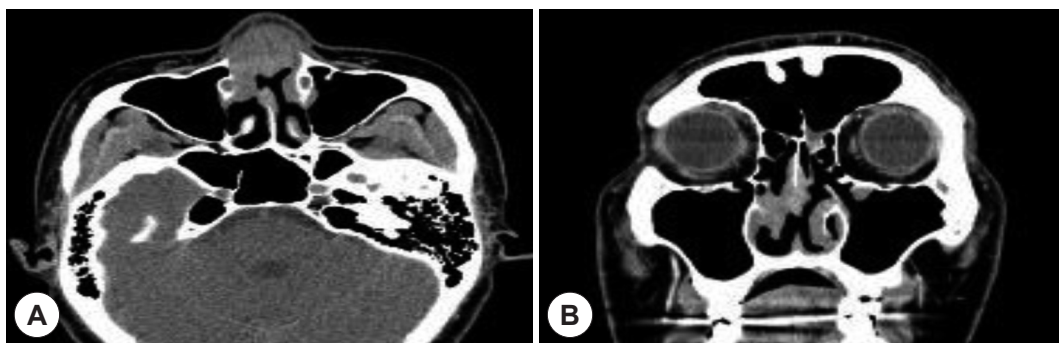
PNS CT demonstrates a heterogeneous enhanced soft tissue mass at nasal dorsum and septum that extends to inferior turbinate. The axial view (A) and coronal view (B).
